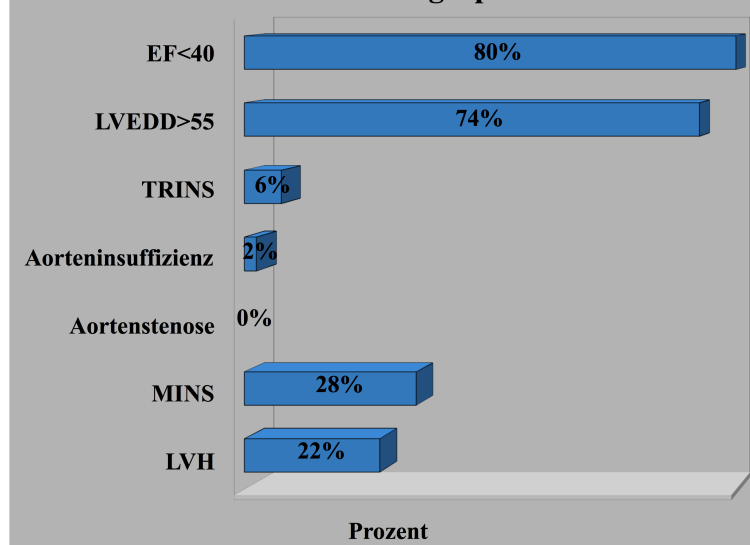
Echokardiogramm
